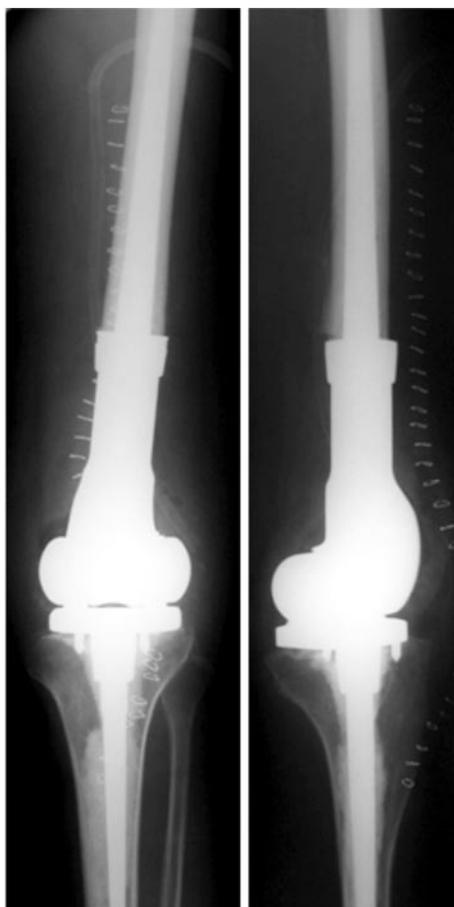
Рентгенограммы левого коленного сустава в прямой и боковой проекциях пациента З., 38 лет. Диагноз: гигантоклеточная опухоль дистальной части левой бедренной кости, состояние после резекции бедренной кости с опухолью, дефект замещен эндопротезом ЦИТО-МАТИ
